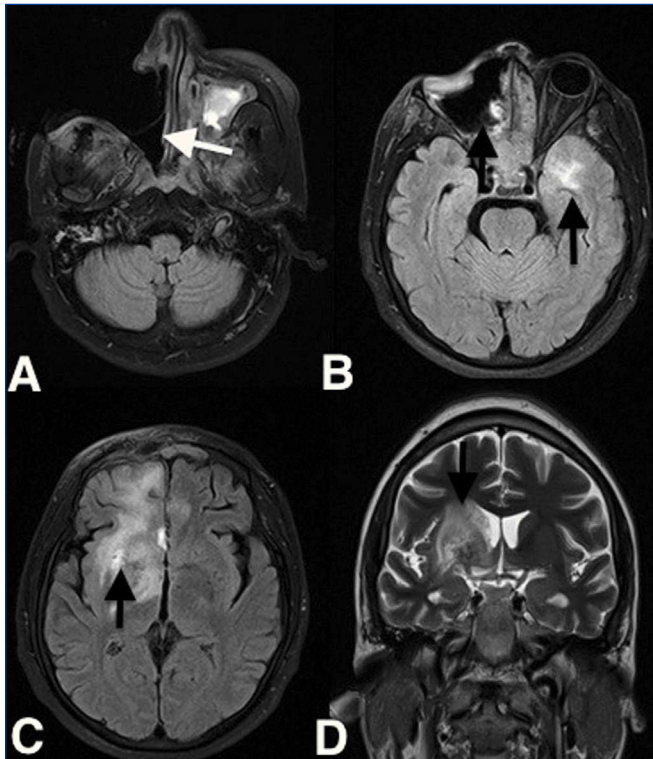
Resonancia magnética cerebral posquirúrgica. A) Defecto posquirúrgico en hemisfera derecha (flecha). B) Compromiso frontal derecho (flecha) y temporal izquierdo (flecha). C) Extensión de la infección a región frontal, temporal y gangliobasal derecha (flecha). D) Compromiso de tálamo derecho (flecha).
